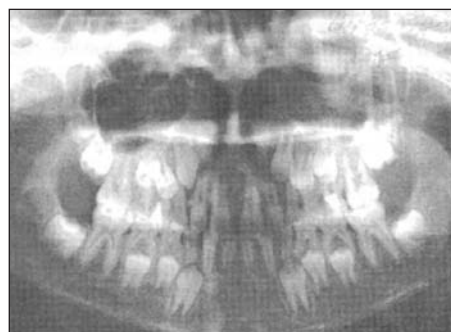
Рентгеновский снимок больного с диастемой.
